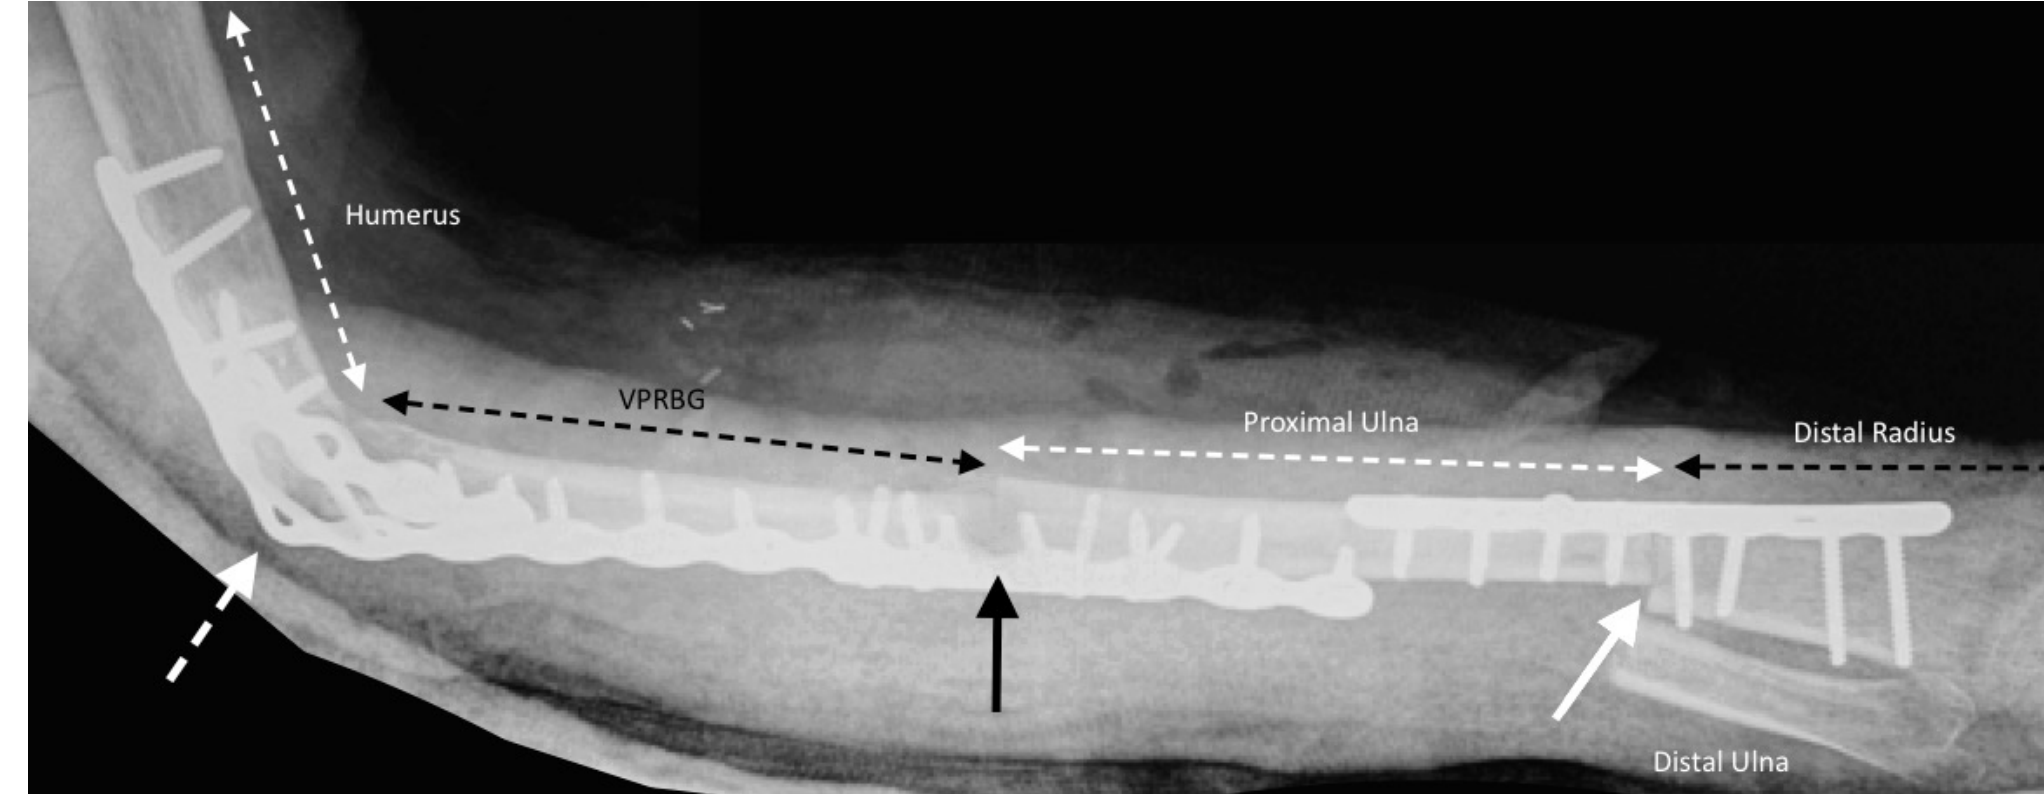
Radiografía de control una semana posoperatoria tras el COVRP. (A) Unión del sitio del antebrazo de un hueso (flecha blanca). Unión del COVRP distal con el cúbito proximal (flecha negra). Unión de artrodesis de codo entre COVRP proximal y húmero (flecha de puntos blancos).
